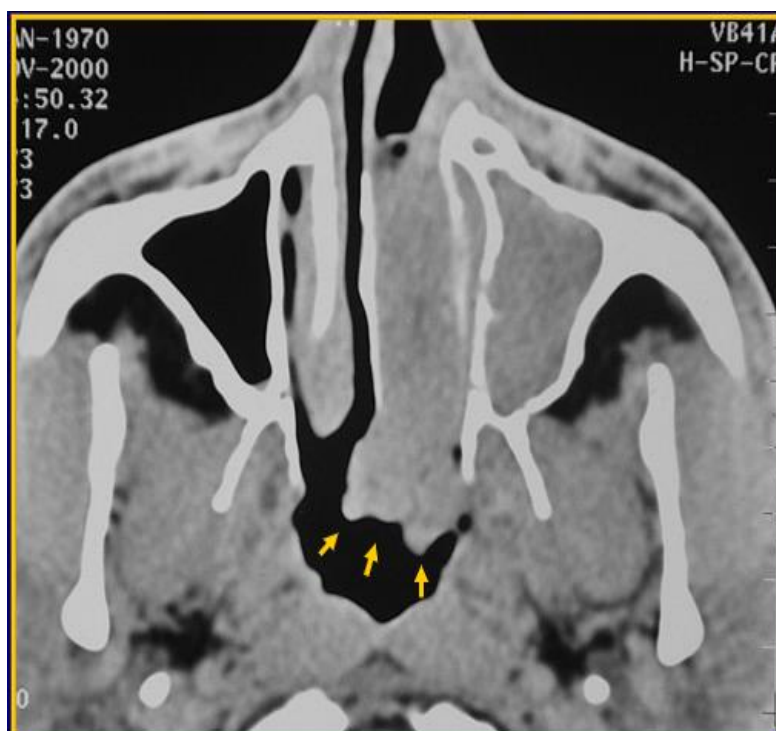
TDM en coupe axiale après injection de produit de contraste. Complément de la fosse nasale gauche étendu au rhinopharynx. On note le caractère polylobé du complément (flèches). (30)
